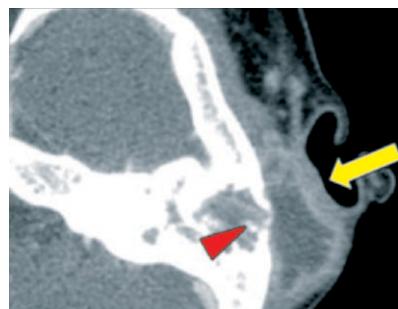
Mastoidite à esquerda (tomografia computadorizada axial em janela de partes moles com contraste): observar a coleção com realce periférico subperiosteal
